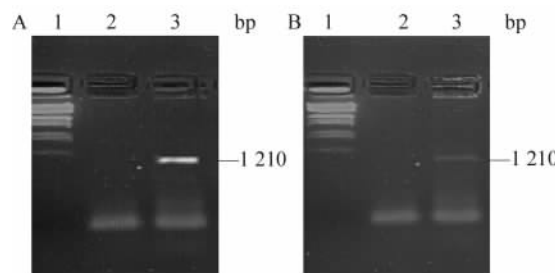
AdPTEN 感染的 BT474 细胞中 PTEN 基因表达的 PCR ( A ) 及 RT-PCR ( B ) 鉴定
